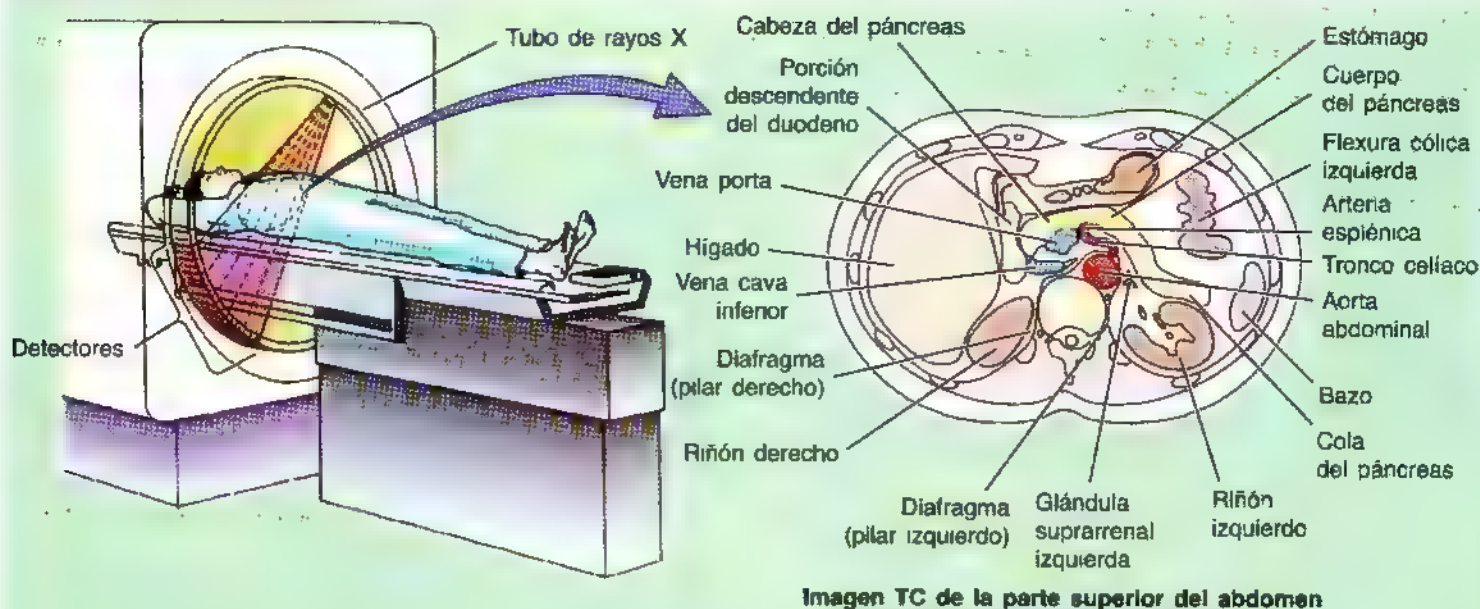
Técnica para obtener una TC de abdomen. El tubo de rayos X gira alrededor de la persona, dentro del escáner, y envía un haz de rayos X en abanico a través de la parte superior del abdomen, desde diversos ángulos. Los detectores de rayos X situados al otro lado del tubo miden la cantidad de radiación que atraviesa una sección horizontal del enfermo. La computadora reconstruye las imágenes TC obtenidas con diferentes tomas y produce la TC abdominal. La imagen se coloca, como si el explorador estuviera de pie viendo a la persona, desde los pies de la cama.
